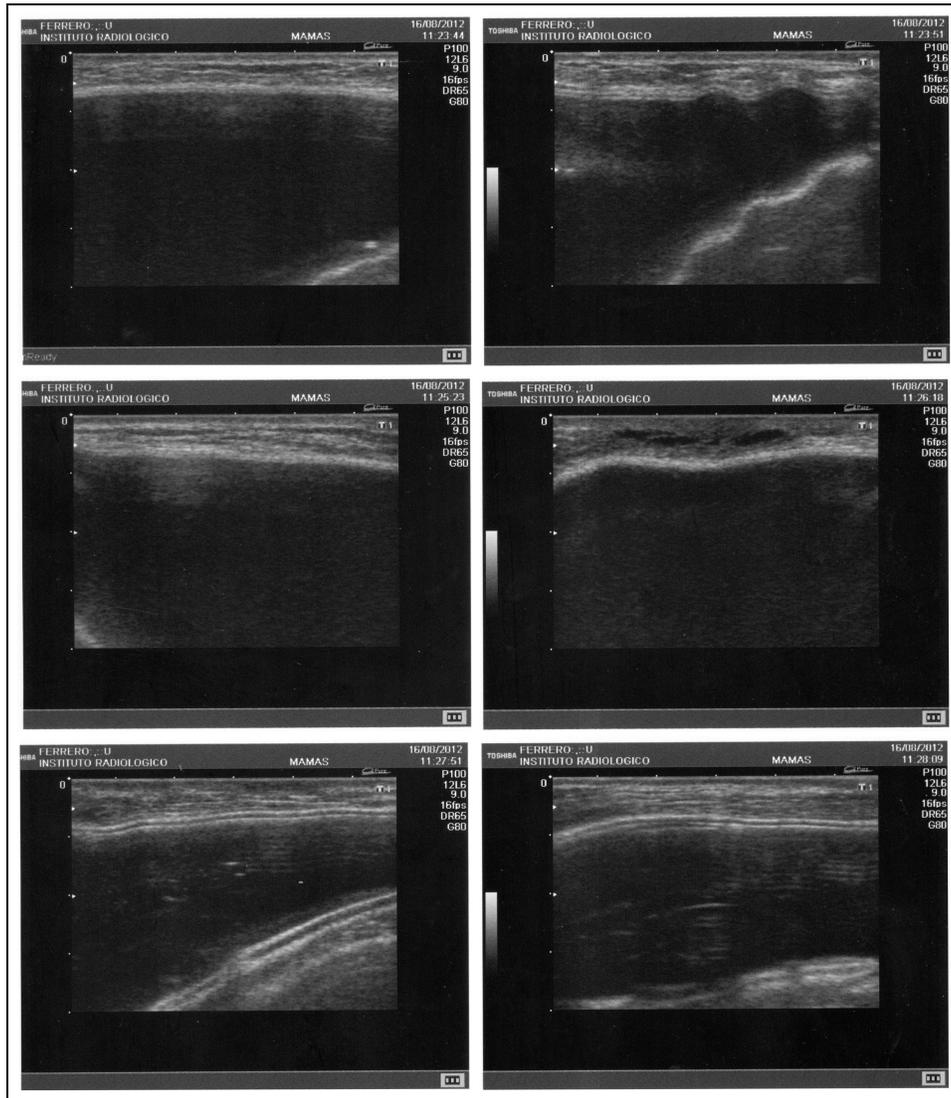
Ecografía 2012.
